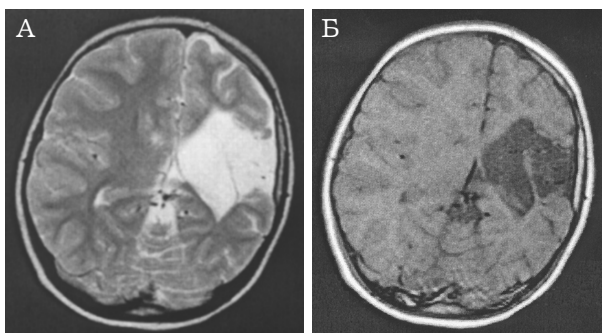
МРТ головного мозку хворого Г., 6 років, з геміатрофією, розширенням лівого бічного шлуночка, поренцефалічною кістою. А — Т2 зважене зображення, аксіальна площина; Б — Т1 зважене зображення, аксіальна площина.
